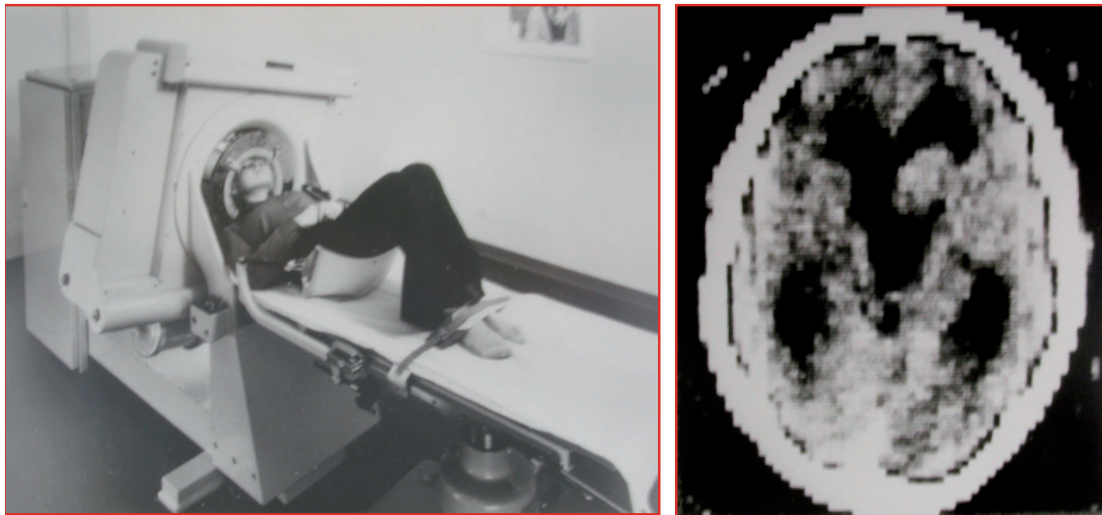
Links: Erster Computertomograph auf dem europäischen Festland, Basel 1973; Rechts: Abbildung eines Papilloms des linken Seitenventrikels aus dem Jahr 1975
